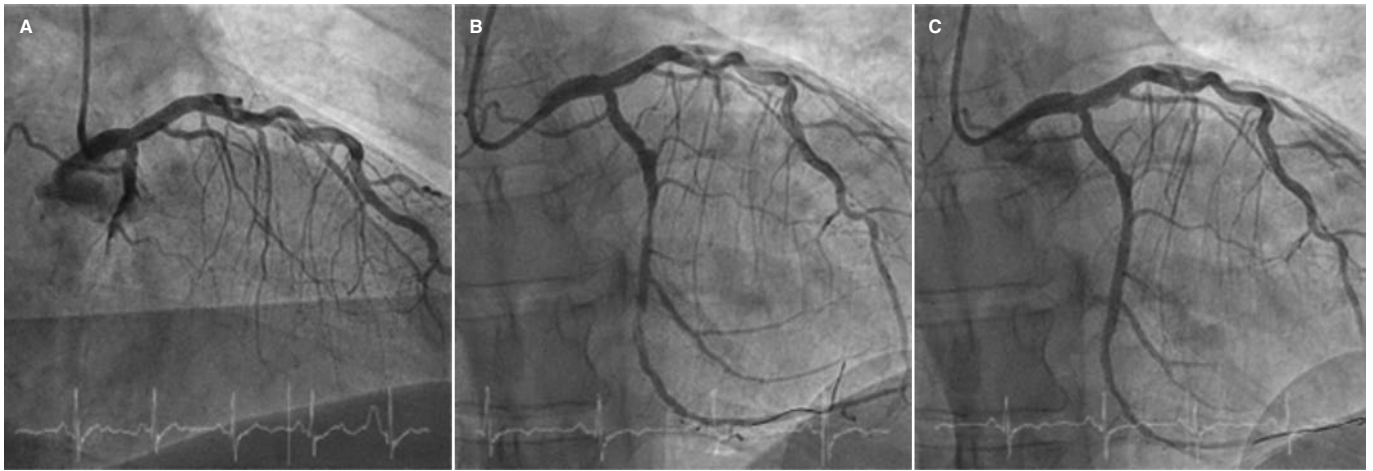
Angiografía del paciente al que se realizó estudio con tomografía de coherencia óptica. Imágenes de la coronariografía basal que muestran oclusión trombótica de la arteria circunfleja (A), tras la predilatación con balones modificadores de la placa (B) y resultado final con el uso de balón farmacocactivo (C).
